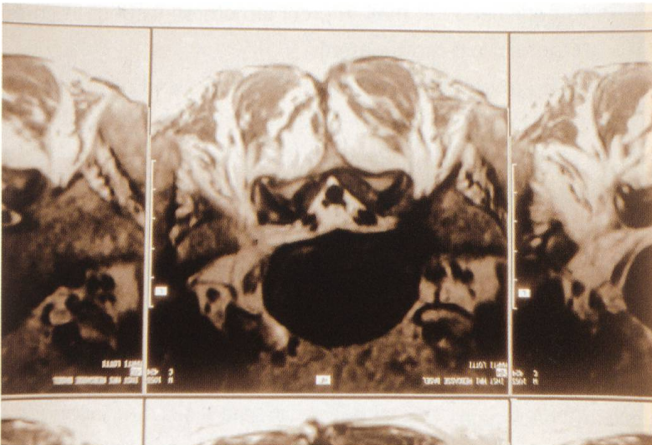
IRM lombaire qui montre une atrophie des fibres musculaires: fibres normales; fibres remplacées par du tissu graisseux (blanc).
